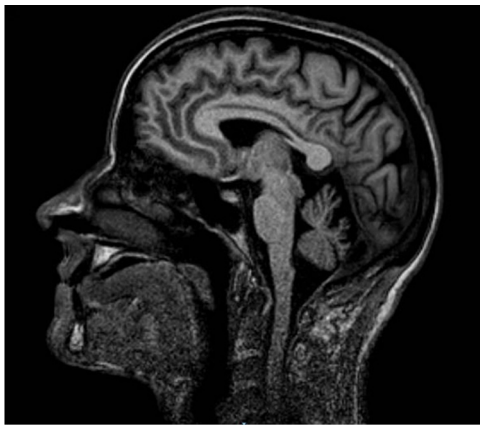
Resonancia magnética cerebral. Secuencia T1 corte sagital. Atrfia cerebelosa.
